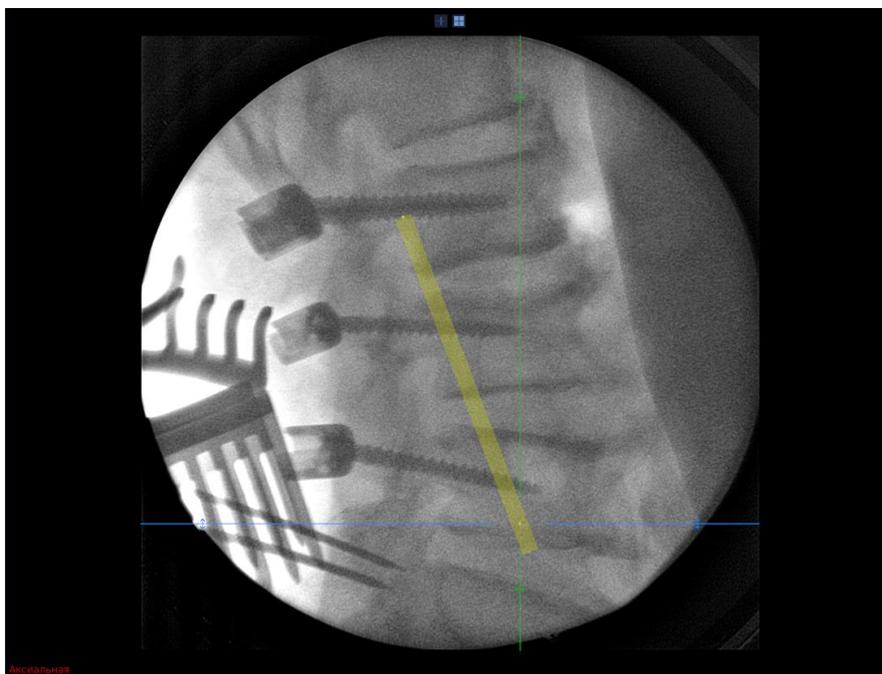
Отображение костного коридора на рентгеновском изображении
